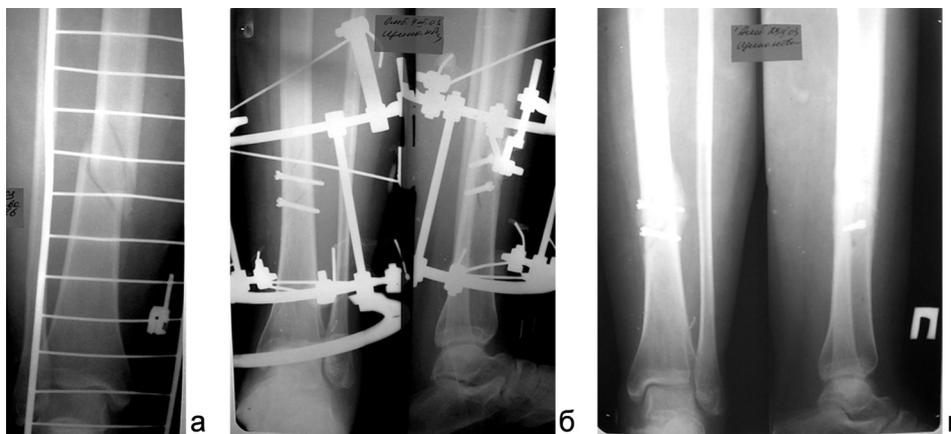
Рентгенограммы правой голени больной Щ., 27 лет: а – в день травмы; б – после операции; в – через 5,5 недели после операции
